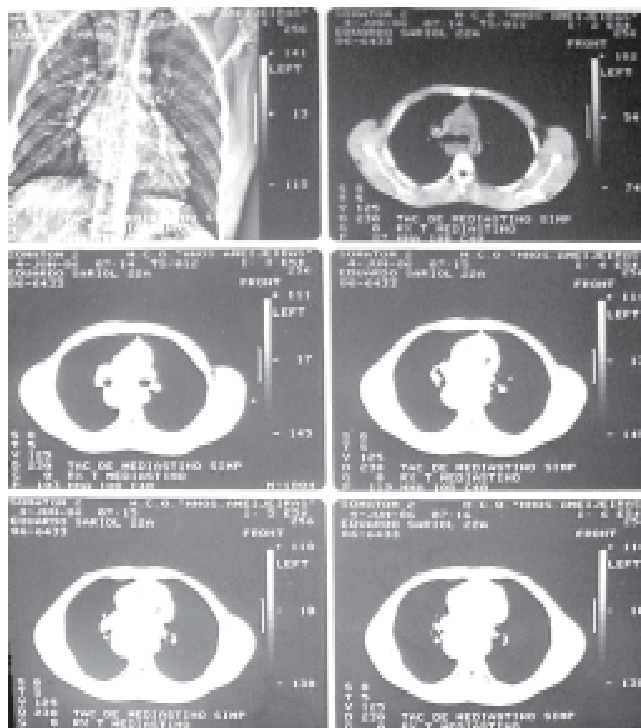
Tomografía axial computarizada donde se observa linfoma de mediastino.
